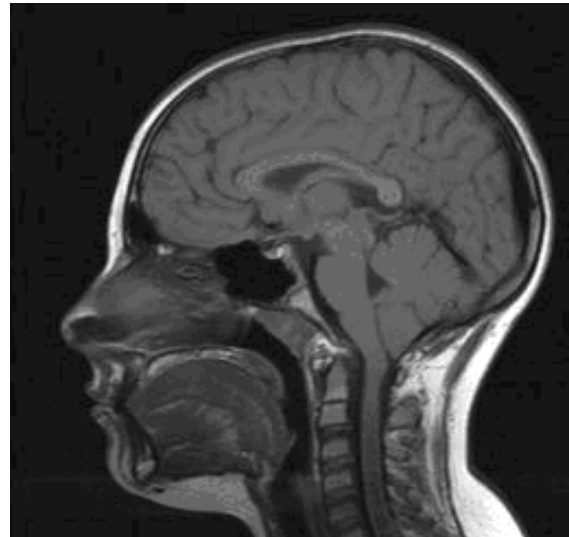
Томограмма (центральный сагиттальный срез) больного с синдромом Киари I типа (мальчик, 13 лет): опущение миндалин ниже края большого затылочного отверстия
